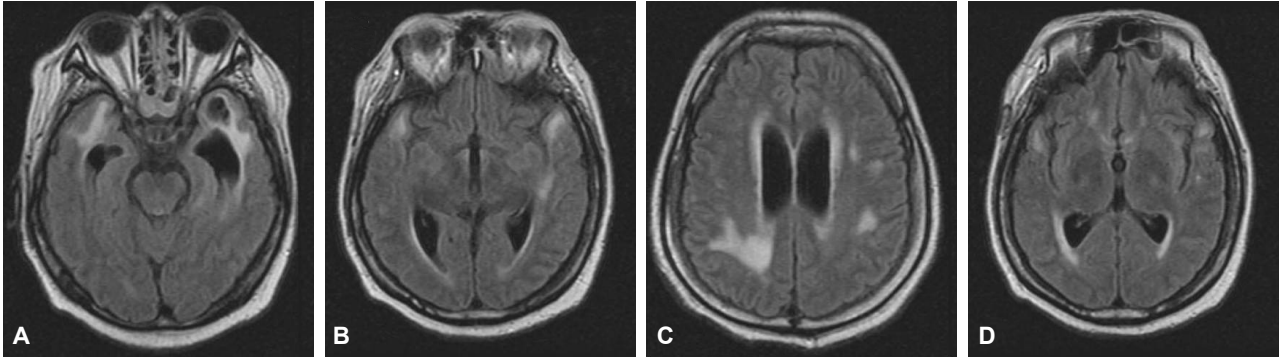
Brain MRI shows white matter lesions on bilateral temporal tip (A, B), right frontal and parietal lobe (C, D). Additionally, there is a solitary cystic lesion in the tip of left temporal lobe with widened temporal horn of lateral ventricle.
